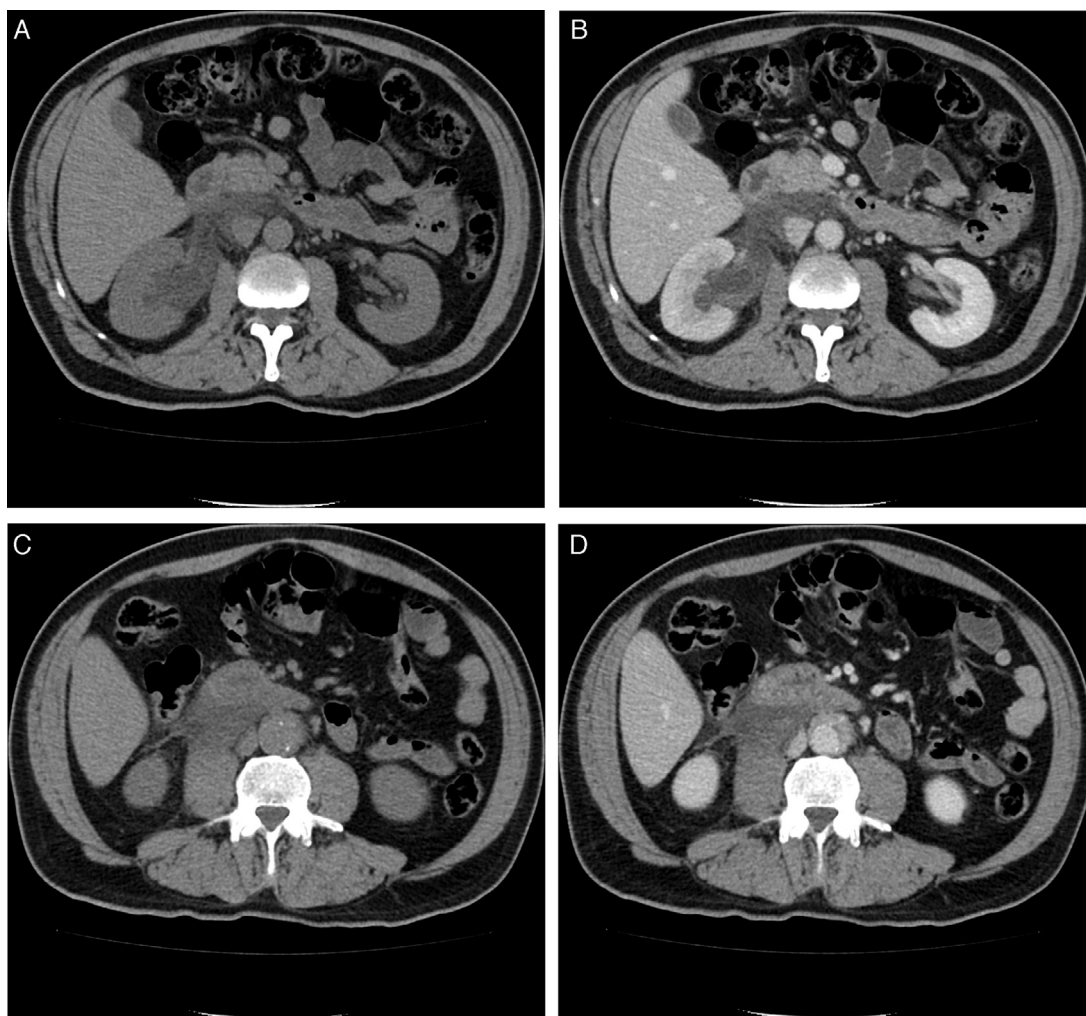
A. *TC sin contraste*. Se observa una zona de baja densidad que se extiende desde el hilio renal derecho hacia el espacio perirrenal. B. *TC con contraste en fase portovenosa*. Mismo nivel que A. Demuestra ausencia de realce de la zona hipodensa previamente descrita, engrosamiento del urotelio y retardo en la impregnación de todo el riñón derecho. C. *TC sin contraste*. Algo más caudal que A. Se observa un tejido con densidad de partes blandas de contornos mal definidos, rodeando la aorta infrarrenal, sin desplazamiento de esta. Se identifica también extensión caudal de la zona hipodensa. D. *TC con contraste en fase portovenosa*. Mismo nivel que B. Existe discreto realce del tejido periaórtico, con ausencia de impregnación de la zona hipodensa.
